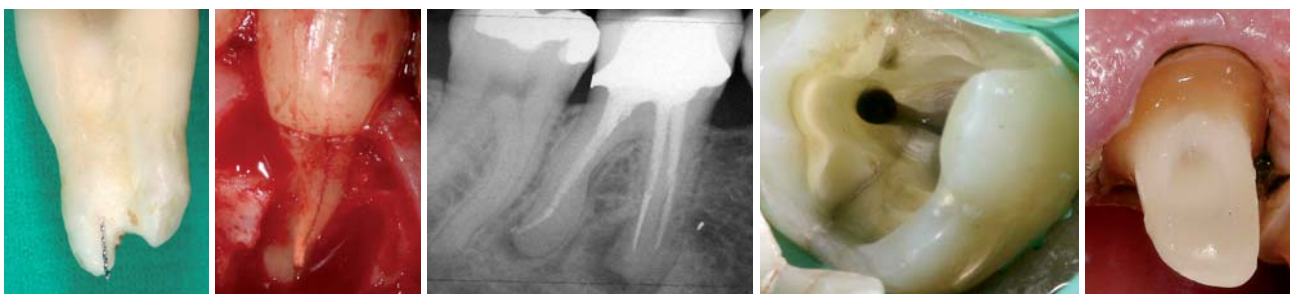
Endometrie ist unabdingbar für die korrekte Arbeitslänge. – Abb. 2: Längsfraktur. – Abb. 3: Fall 1: Röntgenbild Ausgangszustand vor Revision. – Abb. 4: Querfraktur (anderer Fall). – Abb. 5: Ferrule Design.
